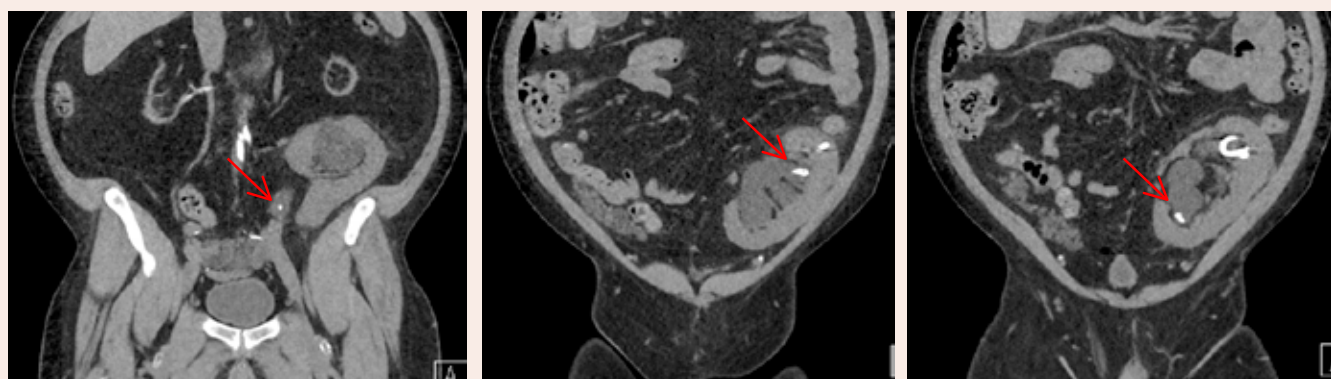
Noncontrast coronal CT showing stones (red arrows) and nephrostomy tube in transplanted kidney and ureter.
